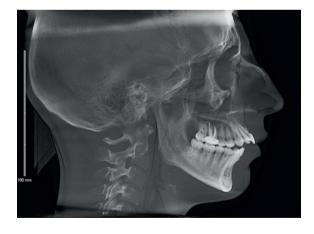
Телерентгенограмма пациентки в боковой проекции Fig. 10. Teleradiograph of the patient in lateral projection
